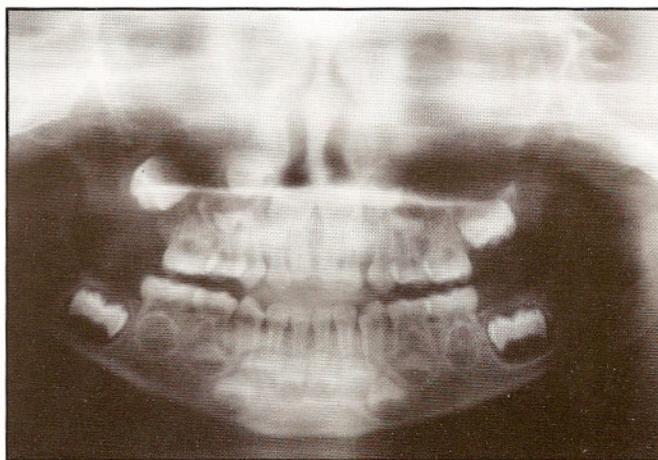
Radiografia panorâmica dos maxilares obtida para preservação em novembro de 2000, onde foi observado sinais de residua da doença.
